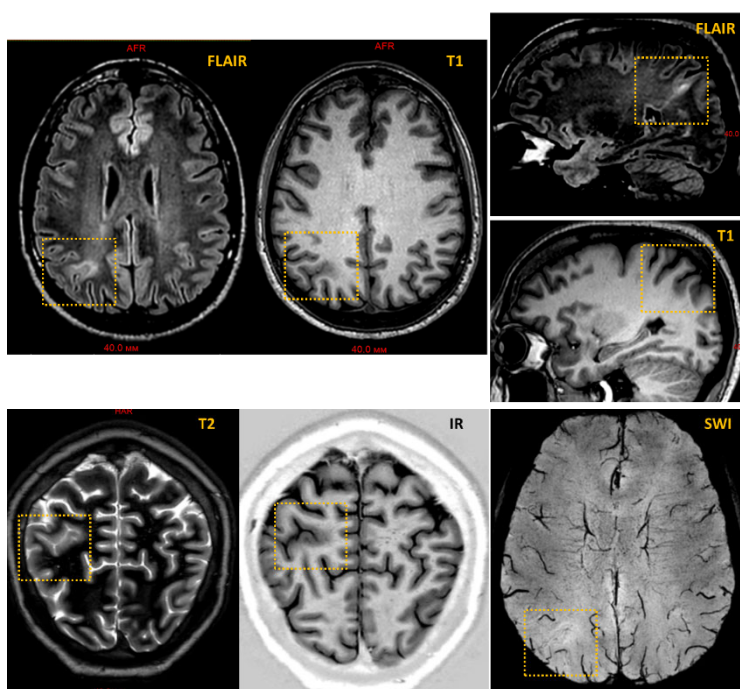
Кортикальная мальформация (ФКД типа IIb) в правой заднетеменной области у больного со структурной (фокальной) эпилепсией и исходящей эпилептоморфной активностью из правой гемисферы мозга, данные МРТ (3Т) в режиме «эпипротокол»
